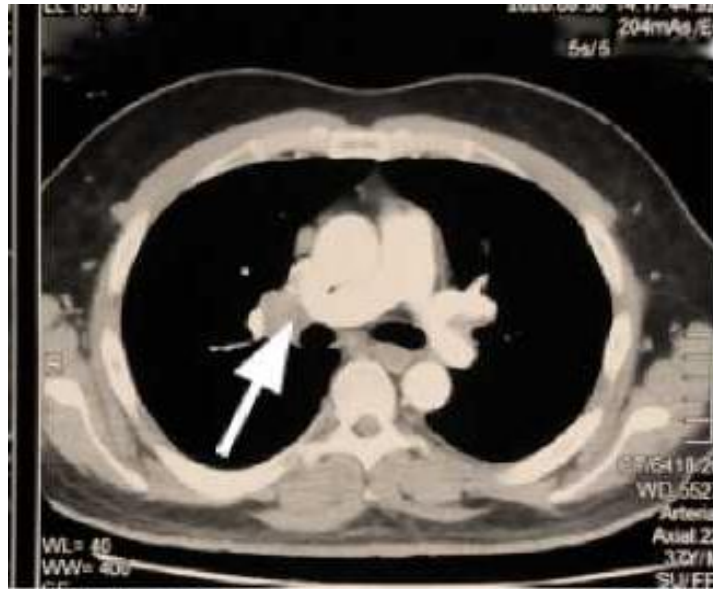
Axial section of HRCT of the chest shows enlarged lymph node in the right lung hilum (white arrow)
